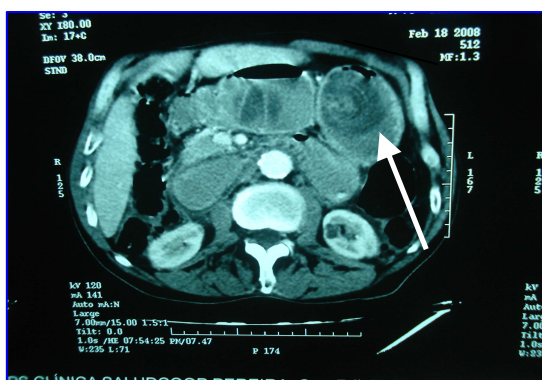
Flecha: Evidencia de segmento telescopado en corte transversal en la TAC
